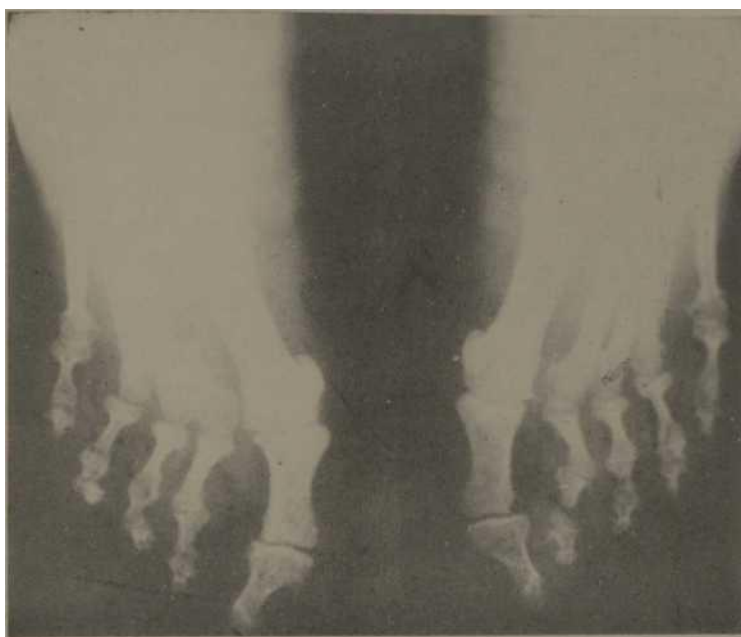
Radiografía de los pies de uno de nuestros casos donde se destaca una osteoporosis notable.
